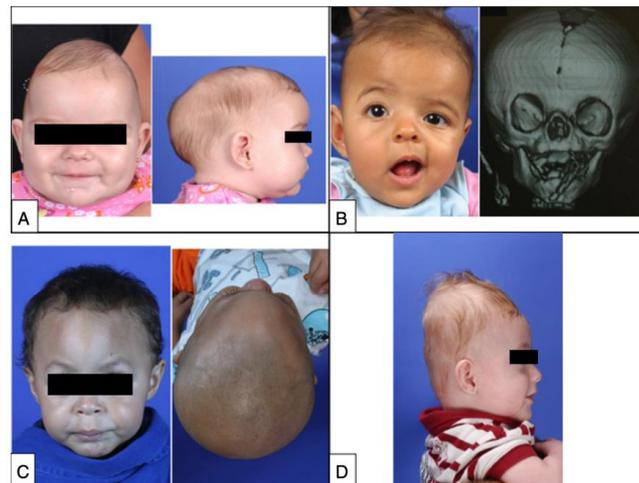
(A, Esquerda) Fotografia frontal de paciente com fusão prematura da sutura sagital que mostra a constricção temporal característica. (Direita) Fotografia lateral que mostra aumento no diâmetro anteroposterior do crânio (crânio longo e estreito), bossa frontal e protuberância occipital, que são as principais características clínicas de craniossinostose sagital. (B, Esquerda) Fotografia frontal de paciente com fusão prematura da sutura coronal direita que mostra a retrusão da fusão óssea frontal ipsilateral e o abaulamento contralateral compensatório, a assimetria das sobrancelhas, órbitas, orelhas, do nariz e da mandíbula, bem como estrabismo convergente do olho esquerdo. (Direita) Reconstrução de TC em 3D que mostra a fusão prematura da sutura coronal direita e a elevação da asa do esfenóide ipsilateral que levam a uma órbita alongada, reconhecida como "olhar de arlequim". (C, Esquerda) Fotografia frontal de paciente com fusão prematura da sutura metópica que mostra o aspecto triangular da testa com retrusão das cristas orbitais bilateralmente e hipoteleorbitismo (aproximação das órbitas). (Direita) Vista basal que revela a aparência triangular do crânio. (D) Fotografia lateral de paciente com fusão prematura da sutura lambdoide que mostra o aspecto turricefálico do crânio. As fotografias bidimensionais e as documentações radiológicas pertencem aos arquivos do Hospital Sobrapar. Os termos de consentimento informado foram assinados pelos pais dos pacientes.
